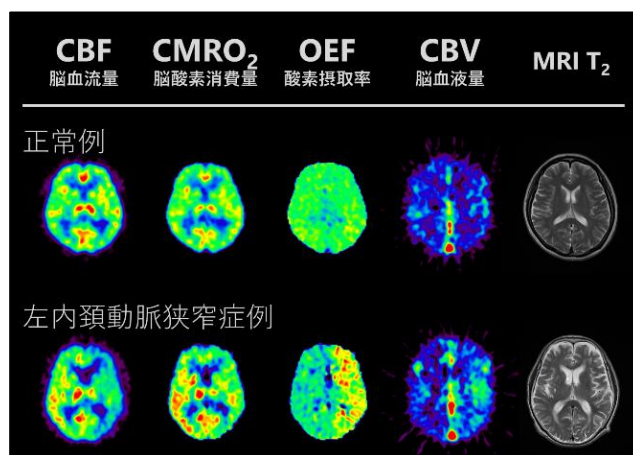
^{15}O PET による脳循環酸素代謝検査例
